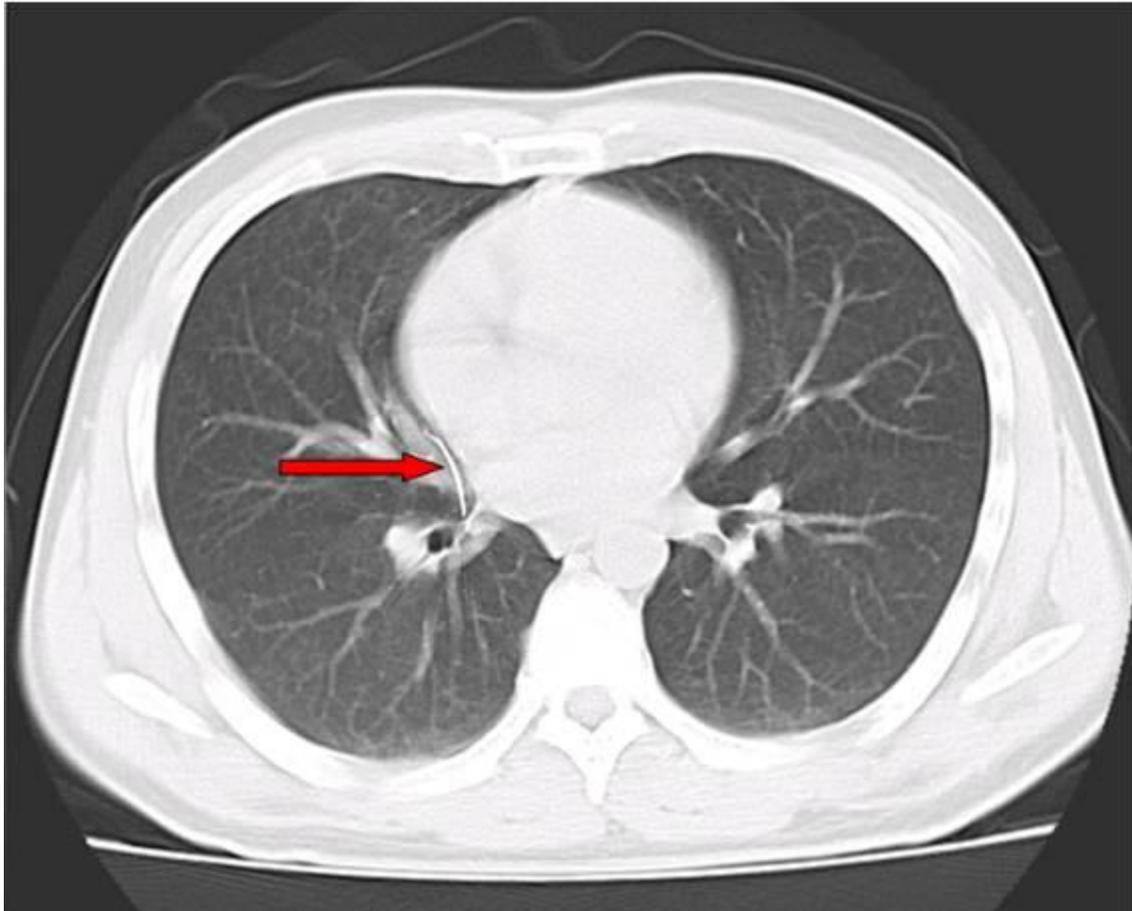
Tomografía axial computarizada de pulmón
